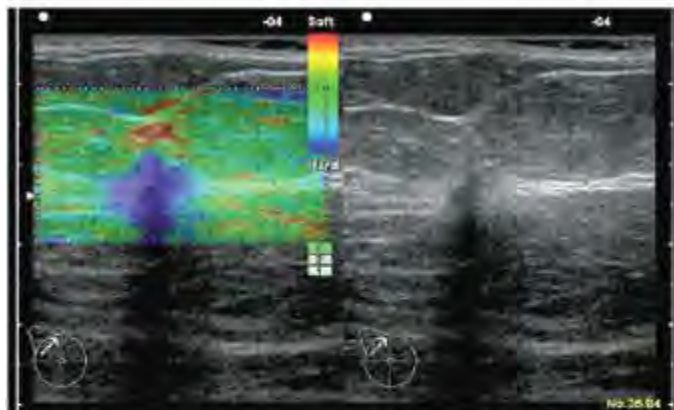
Escala de UENO 5. Lesión hipoeoica de contornos mal definidos y mala transmisión acústica. La elastosonografía muestra un área de ausencia de elasticidad de mayor tamaño que la lesión vista en modo-B debido a la reacción desmoplásica del tumor en el tejido adyacente. Diagnóstico: carcinoma ductal infiltrante (cortesía del Dr Sergi Ganau. UDIAT. Sabadell).
